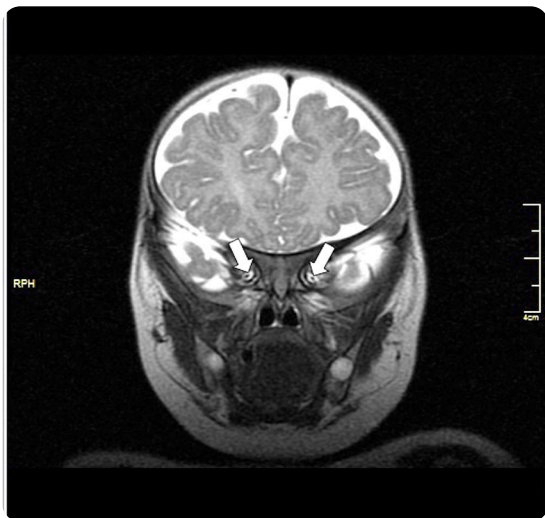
Paciente masculino de 9 meses de edad con diagnóstico de síndrome convulsivo no especificado. a) RM coronal T2 frFSE: hipoplasia bilateral del nervio óptico (flechas). b) Sistema ventricular, hipoplasia de fórnix izquierdo.
